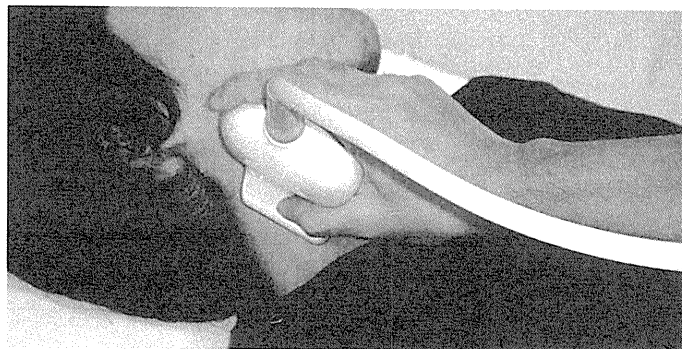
3D超音波検査の測定の実態 3D専用プローベであるRSP6-16-D(中心周波数14MHz)を使用
